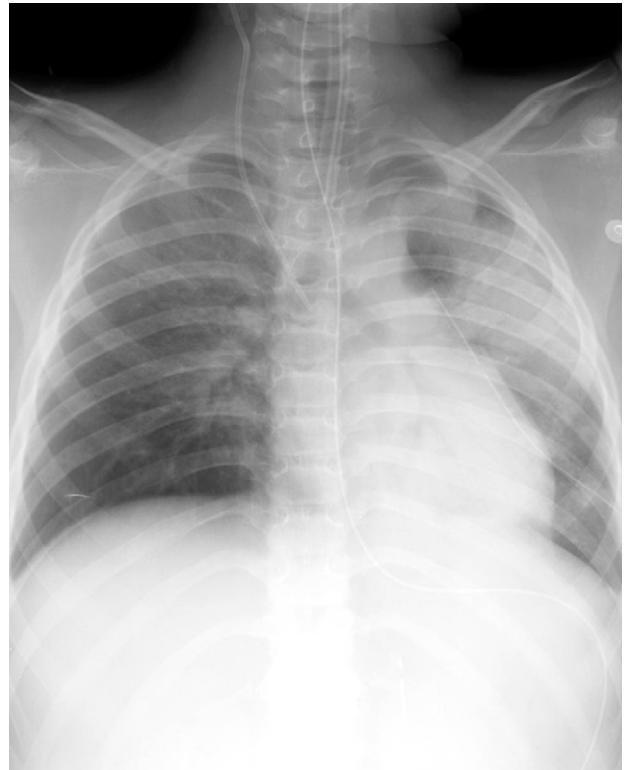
Follow chest x-ray after repair of ruptured diaphragm. There are no mediastinal shift findings to the right (compared with Fig 1).
